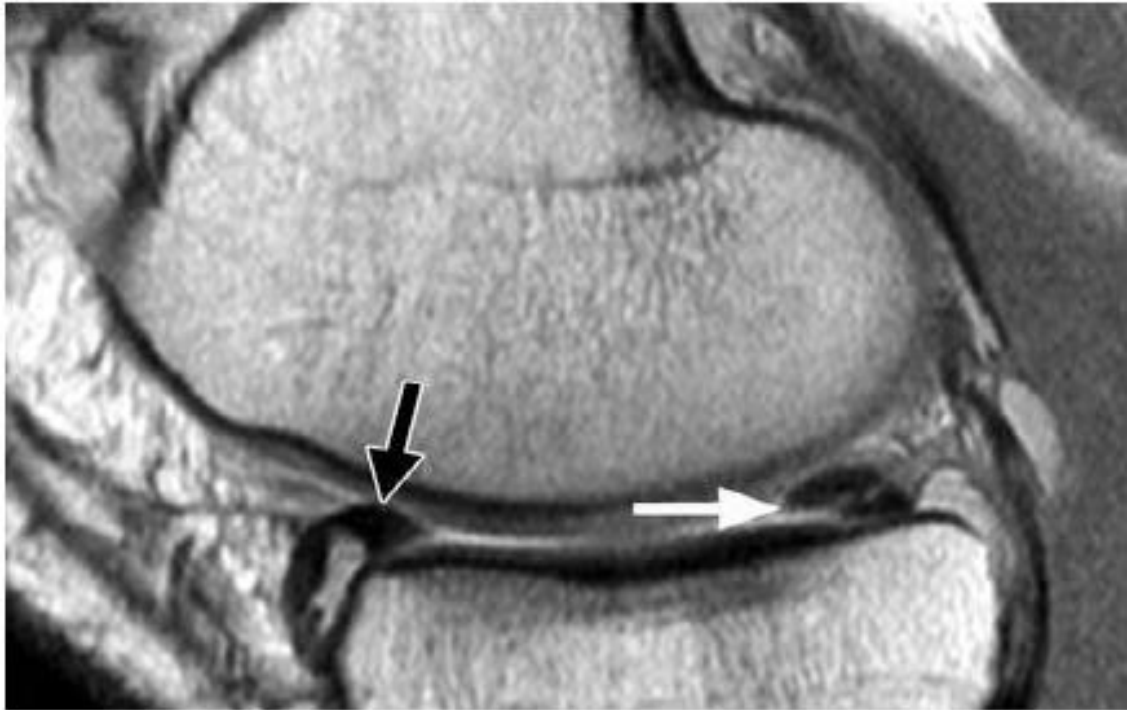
RM do joelho direito em corte sagital. Ruptura meniscal do corno posterior (seta branca) e lesão dupla anterior (seta preta) (LYKISSAS et al., 2010).
